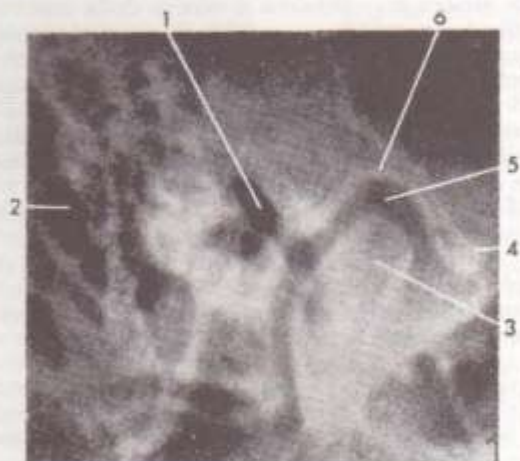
Radiografía de la articulación temporomandibular (incidencia de Schuller). 1: Orificio auditivo externo. 2: Apófisis mastoideas. 3: Cabeza del cóndilo mandibular. 4: Tubérculo articular. 5: Espacio ocupado por el menisco y cavidades sinoviales. 6: Cavidad glenoidea del temporal.
